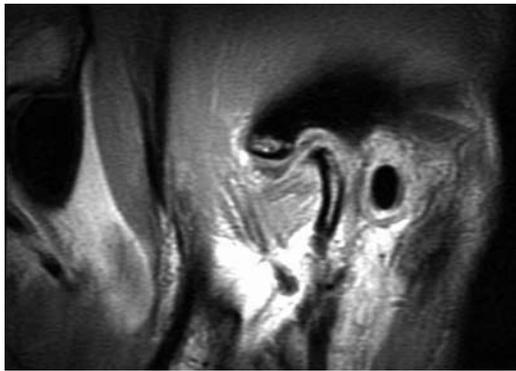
術後の左顎関節MRI所見(プロトン密度強調画像、閉口位)
